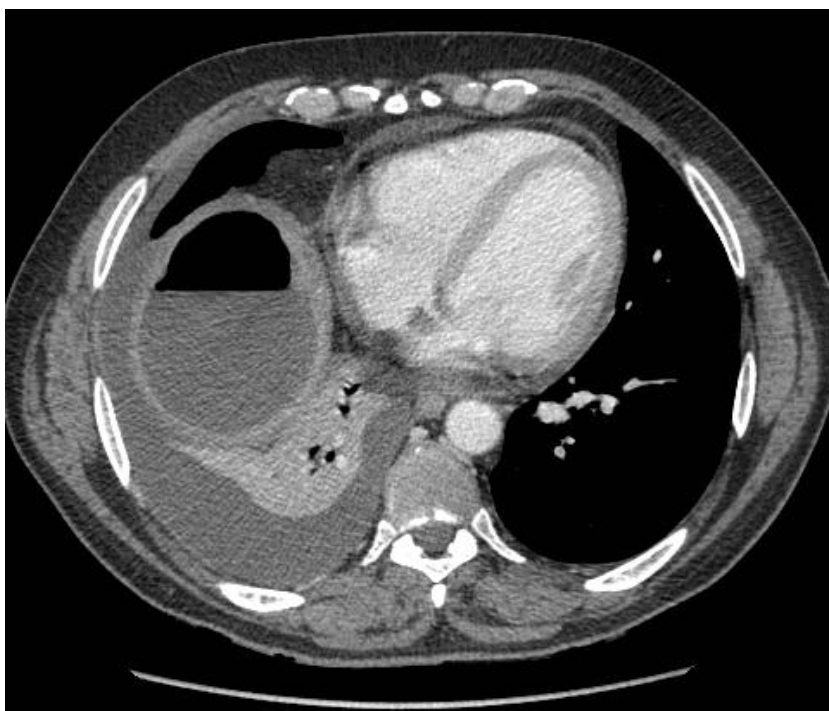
TAC abdominal: absceso subfrénico derecho tras hepatectomía parcial.
